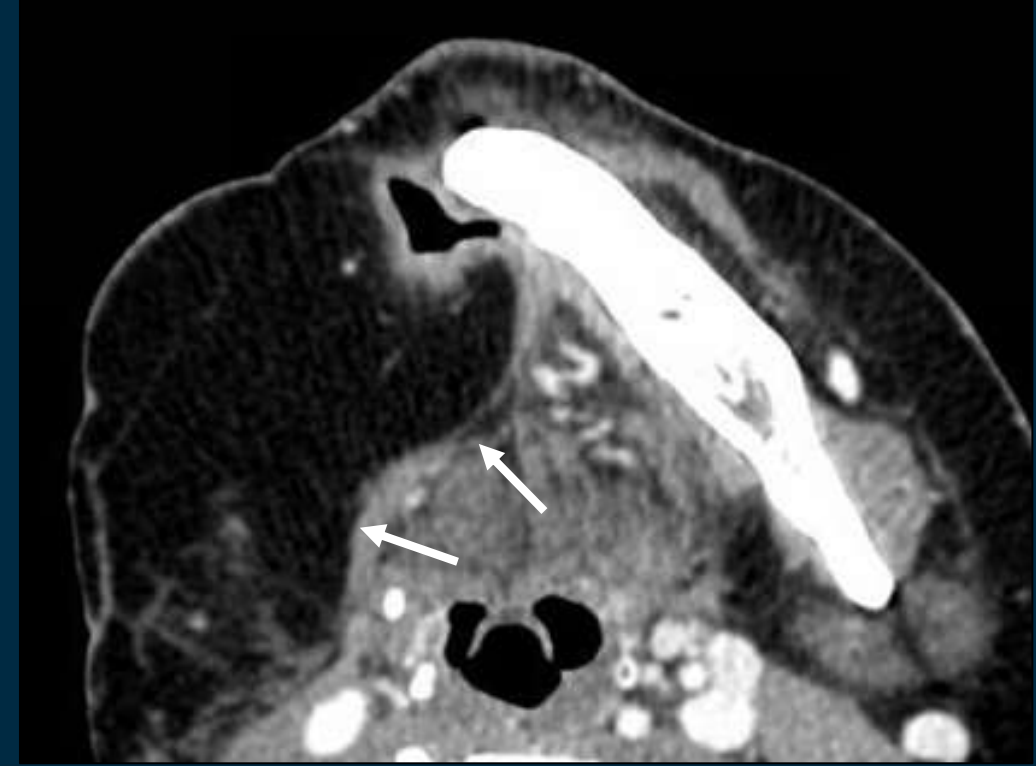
Imagen axial de TC de cuello con contraste, ventana tejidos blandos. Paciente con carcinoma escamocelular del cuarto cuadrante que requirió resección de hemimandíbula derecha, con posterior colgajo de peroné. El colgajo sufrió osteorradionecrosis requiriendo retirada del mismo y colgajo con músculo pectoral para cubrir el defecto de tejidos a este nivel (flechas).
